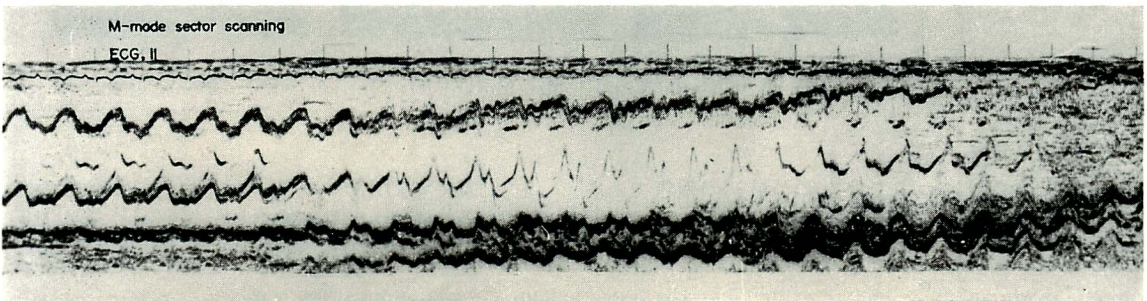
Post-operative echocardiogram.
